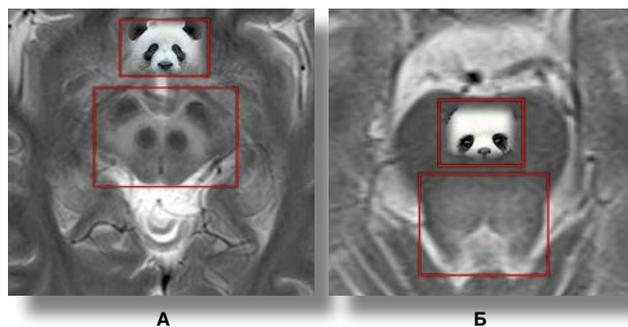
Ознаки «великої панди» (А) і «малої панди» (Б) на МР-томограмах головного мозку в режимі T2
